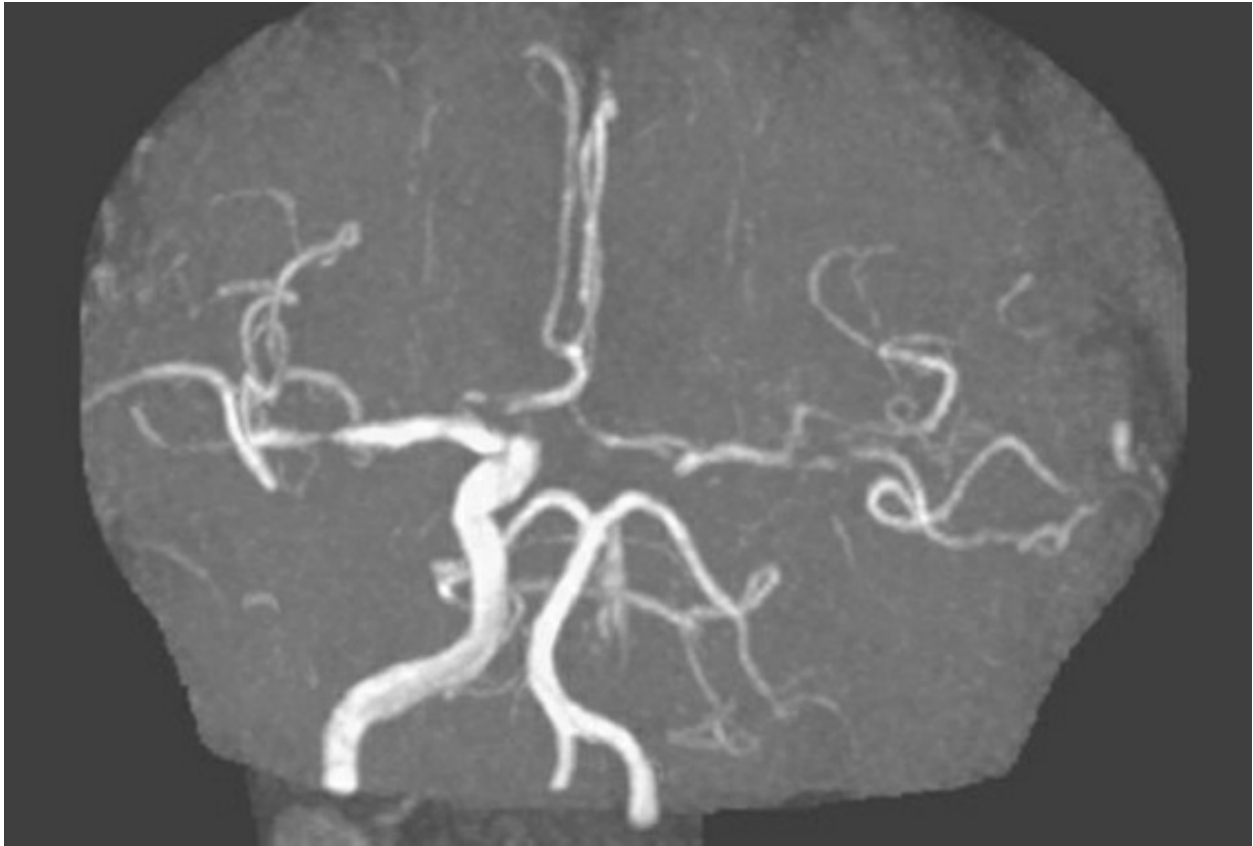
Angiografía por resonancia magnética.
